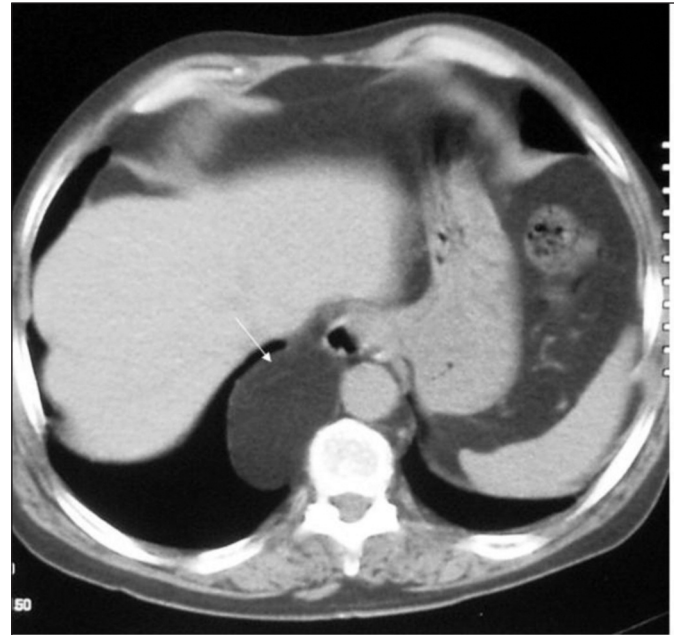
Axial chest CT shows of a 60-year-old female patient shows severe widening of the esophageal hiatus, with cephalic herniation the abdominal fat.
